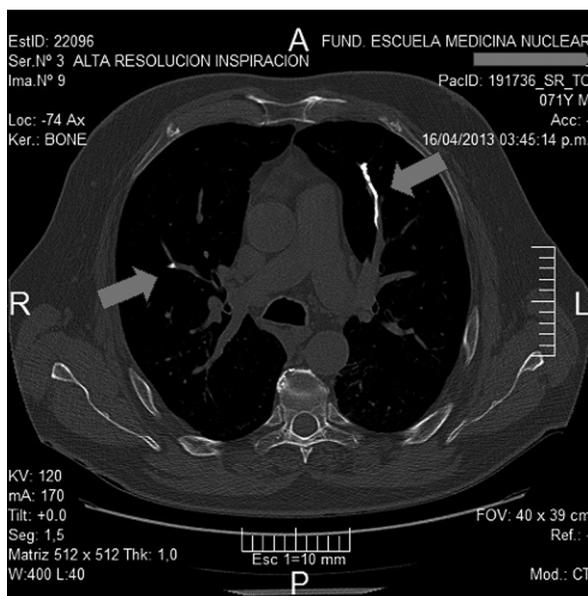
TC DE TÓRAX DE ALTA RESOLUCIÓN. Ventana ósea. Presencia de material hiperdenso en arterias pulmonares, más evidente y extenso en arteria del segmento anterior del lóbulo superior izquierdo (Flechas).
